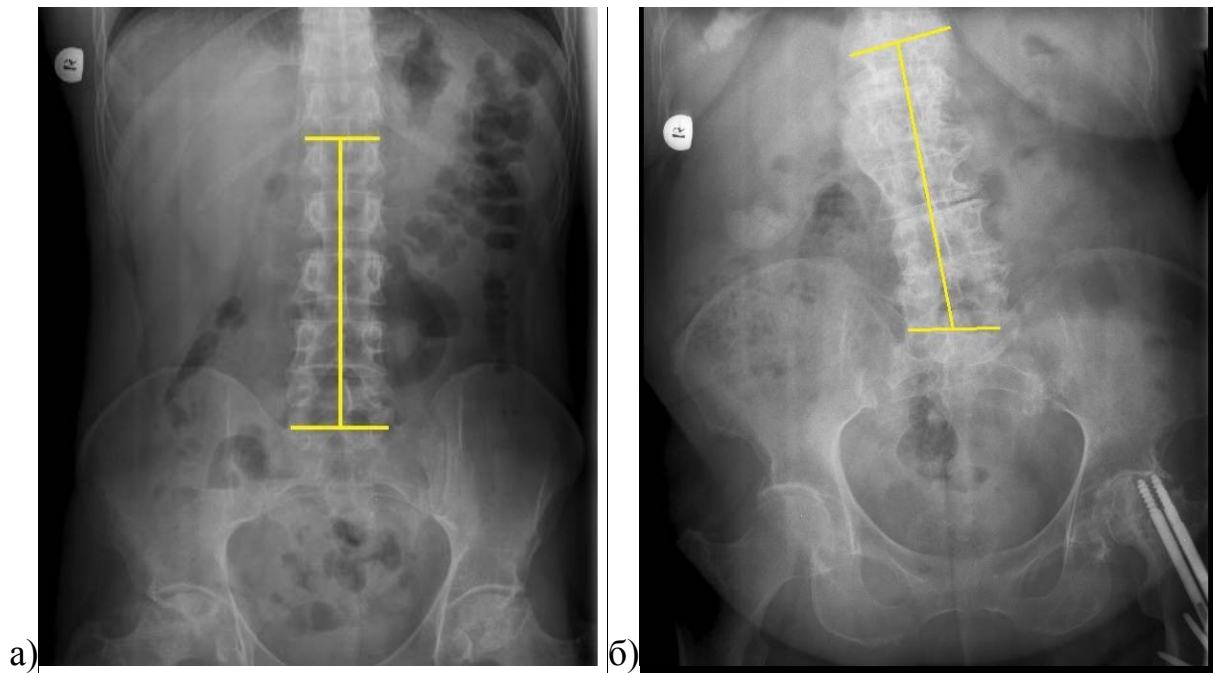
Фронтальные рентгенограммы комплекса «тазобедренные суставы – таз – позвоночник»: а – больной К., 32 лет, с двусторонним коксартрозом (АНГБК) без перекоса таза и компенсаторного сколиоза; б – больная З., 78 лет, с левосторонним коксартрозом, перекосом таза и правосторонним компенсаторным сколиозом
